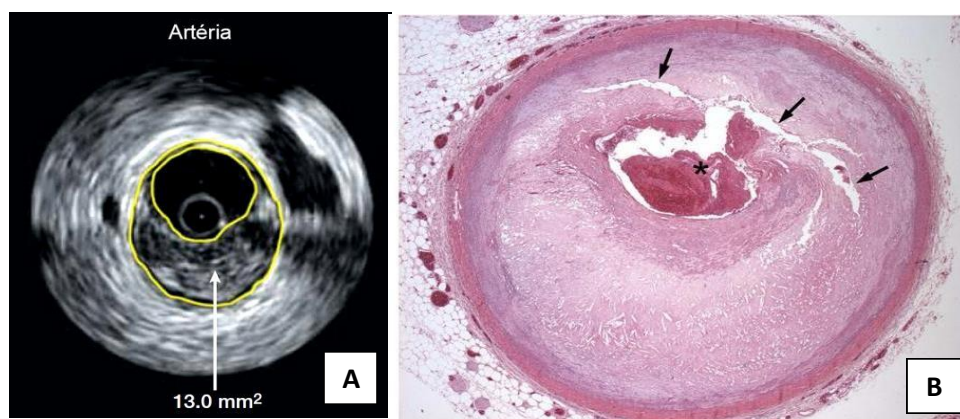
(A) Ultrassonografia da artéria coronária demonstrando a progressão da lesão aterosclerótica, resultando em diminuição do lúmen arterial. (B) Corte histológico da artéria interventricular anterior evidenciando grande placa aterosclerótica, com área de ruptura (setas) e trombose luminal oclusiva (asterisco). Hematoxilina-eosina, 2,5 \times (Fonte: CHOUDHURY; FUSTER; FAYAD, 2004; RIBEIRO; YAMADA; BENVENUTI, 2014).
